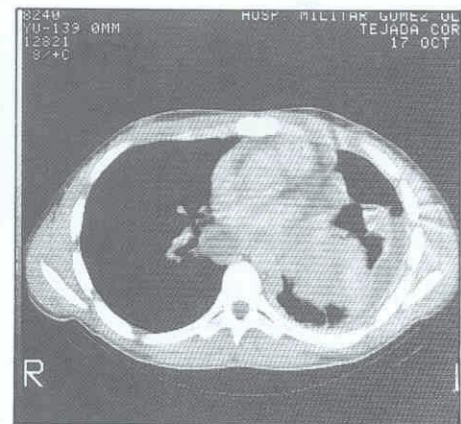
TAC TORACICO: Se observa imagen de masa en hemitórax izquierdo y pérdida del contorno de las estructuras vasculares mediastínicas por invasión ganglionar.
